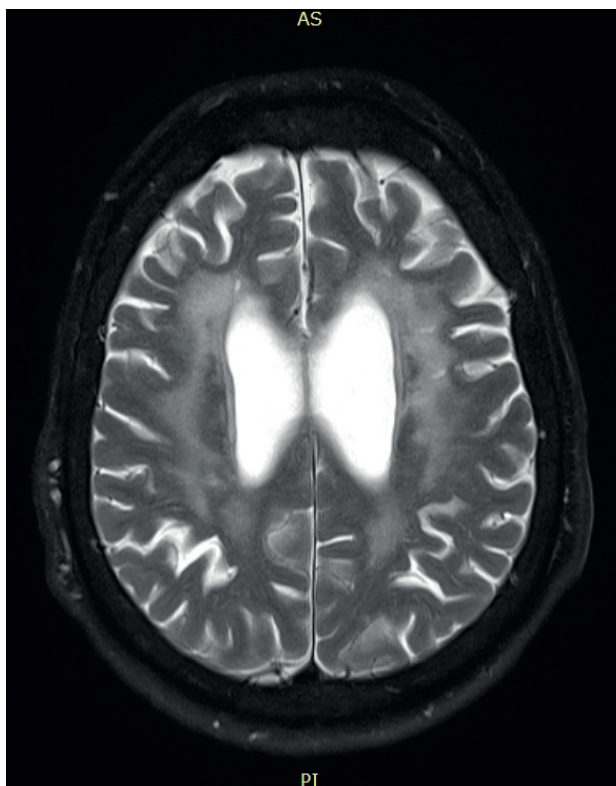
Brain MRI of the patient with generalized myasthenia, small vessel disease and diabetes mellitus.
